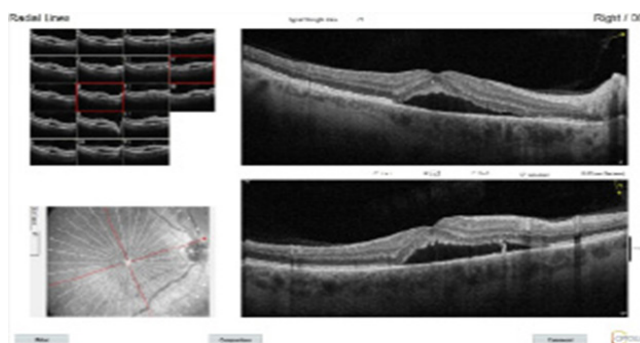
Пациент X., 54 г. Оптическая когерентная томография макулярной зоны до лечения. МКОЗ 0,6
